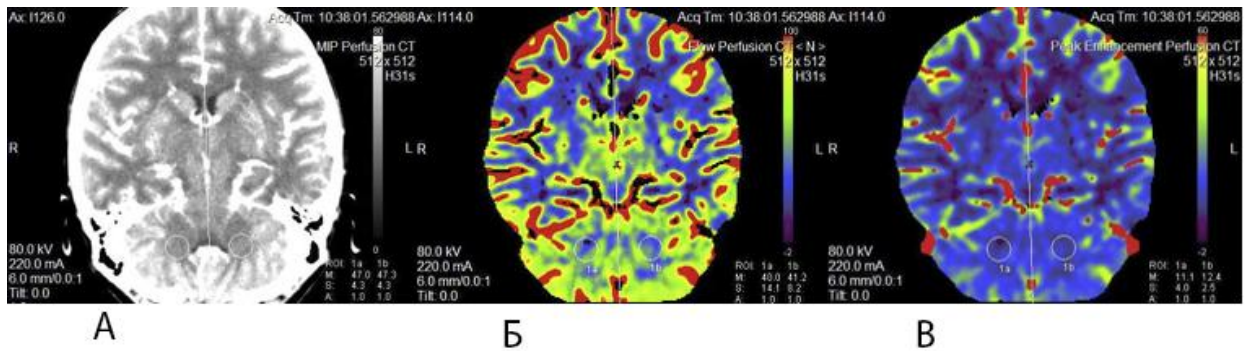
Изображения исследований методом КТ-перфузии:
